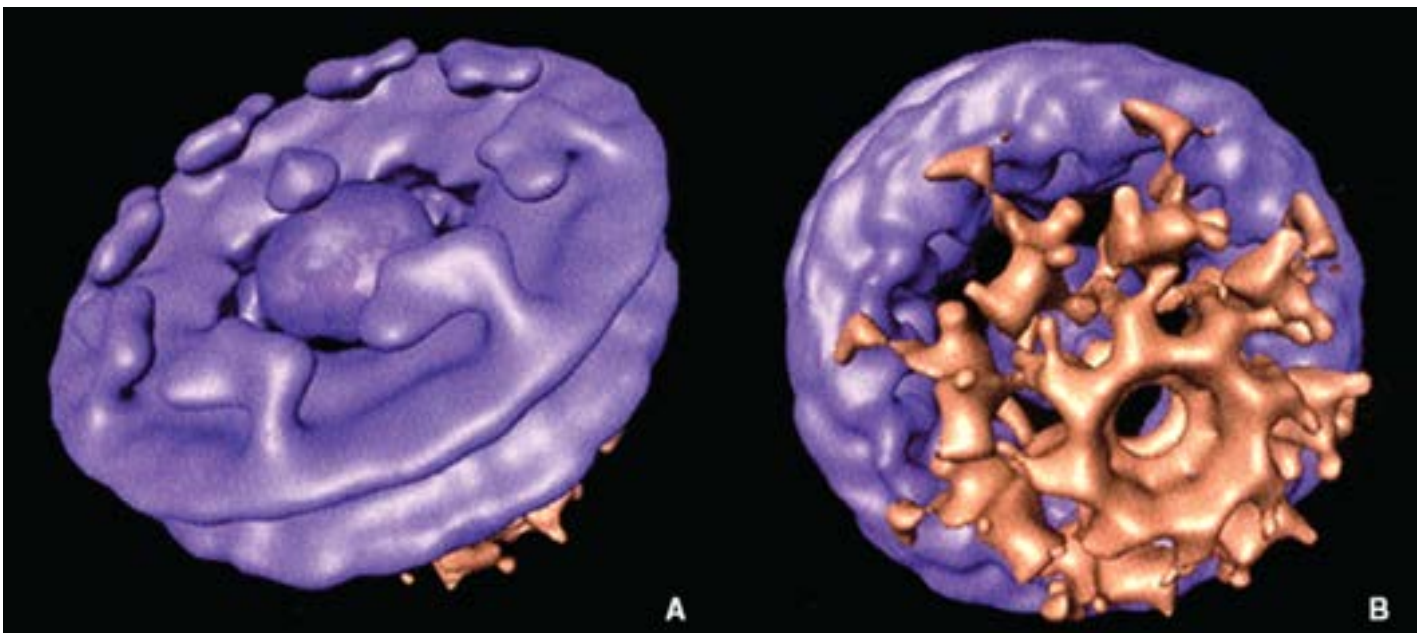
Tomografia crioelétrica do complexo do poro nuclear. Estas reproduções de superfície de tomografias eletrônicas obtidas a partir de núcleos hidratados e congelados de *Dictyostelium* mostram a estrutura detalhada do complexo do poro nuclear (CPN). 320.000×. A. A face citoplasmática do CPN mostra oito fibrilas de proteína dispostas ao redor do canal central. Essas proteínas fazem protrusão a partir das subunidades em anel citoplasmáticas e apontam na direção do centro da estrutura. Observe se há plugue ou transportador central dentro do poro central, que representa ribossomos ou outros transportadores proteicos capturados durante sua passagem através do CPN. B. A face nuclear do CPN mostra as subunidades em anel nucleoplasmáticas, conectadas por filamentos nucleares com a cesta indicada em cor marrom. (Adaptada de Beck M, Förster F, Ecke M, Plietzko JM, Melchior F, Gerisch G, Baumeister W, Medalia O. Nuclear pore complex structure and dynamics revealed by cryoelectron tomography. Science 2004; 306:1387-1390.)
